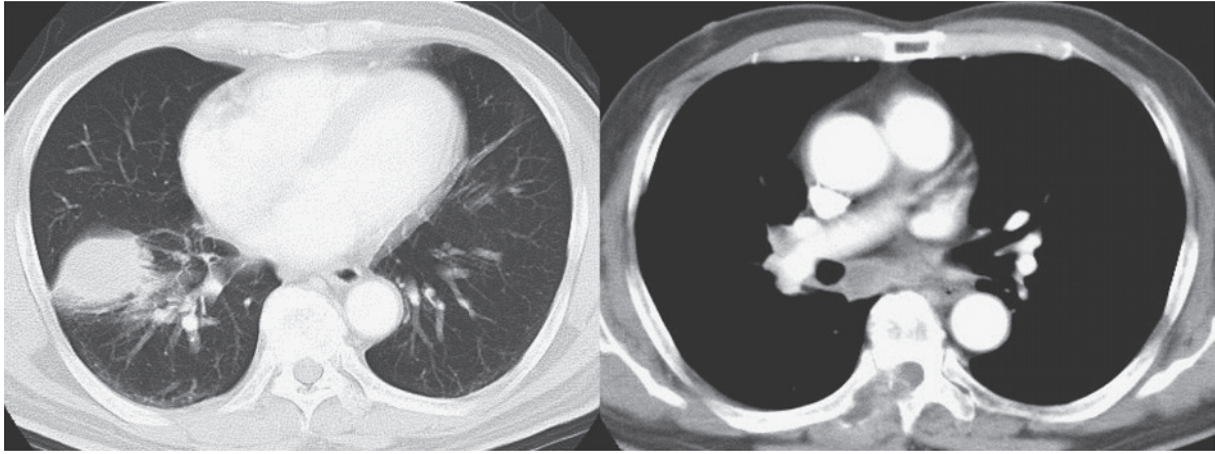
Chest CT scan on admission shows a lesion in the right S⁸, and mediastinal lymphadenopathy.
